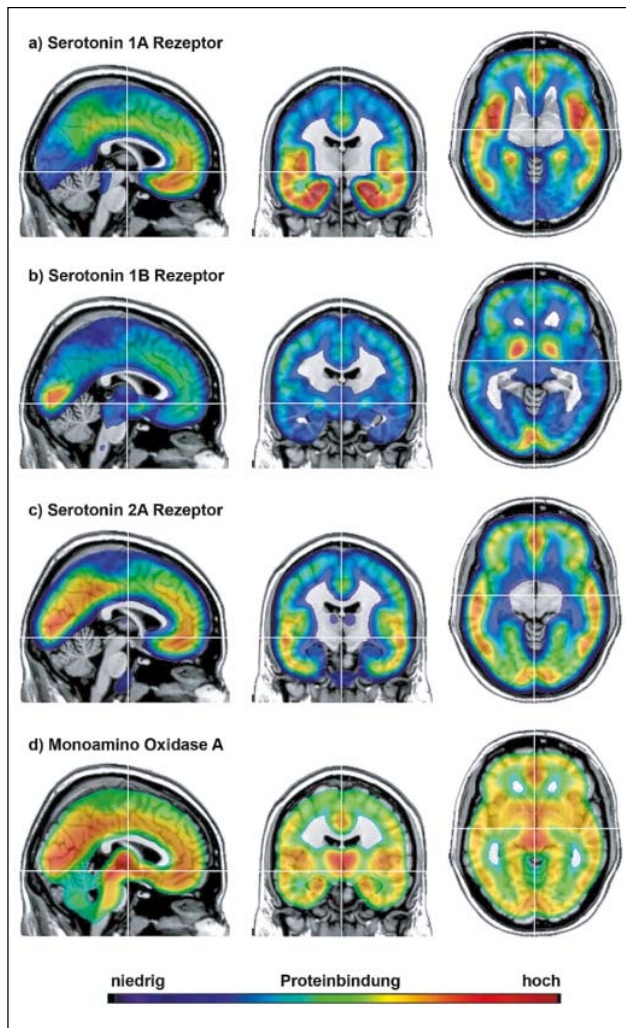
Verteilung des Serotonin-1A- (a), Serotonin-1B- (b), Serotonin-2A- (c) Rezeptors und der Monoaminoxidase A (d), gemessen mittels Positronenemissionstomographie und den Radioliganden [carbonyl-¹¹C]WAY-100635 (a), [¹¹C]P943 (b), [¹⁸F]Altanserin (c) und [¹¹C]Harmine (d) bei gesunden Probanden. Die Farbtabelle zeigt das Bindungspotenzial an, wobei ein hohes Bindungspotenzial rot und ein niedriges Bindungspotenzial blau dargestellt ist. Man beachte die unterschiedliche regionale Verteilung der verschiedenen Proteine im unmittelbaren Vergleich, beispielsweise im präfrontalen Kortex (hohe Serotonin-1A-Rezeptorbindung im Vergleich zum Serotonin-1B-Rezeptor). Zur besseren anatomischen Einordnung wurden die Daten auf magnetresonanztomographische Schnittbilder überlagert.
